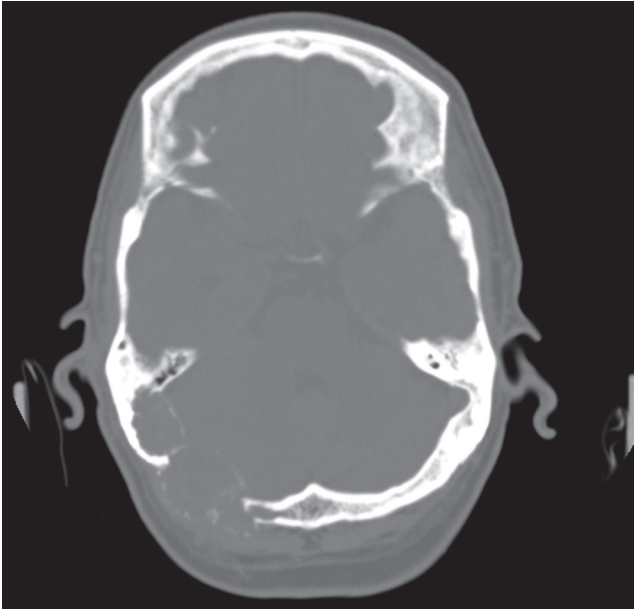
(a) Tomografía, corte axial de cráneo con ventana ósea donde se visualizan lesiones osteolíticas en hueso occipital que afectan las tablas interna y externa. (b) Corte a la misma altura que el anterior después de la administración de contraste intravenoso: realce intenso y heterogéneo de la lesión osteolítica.
